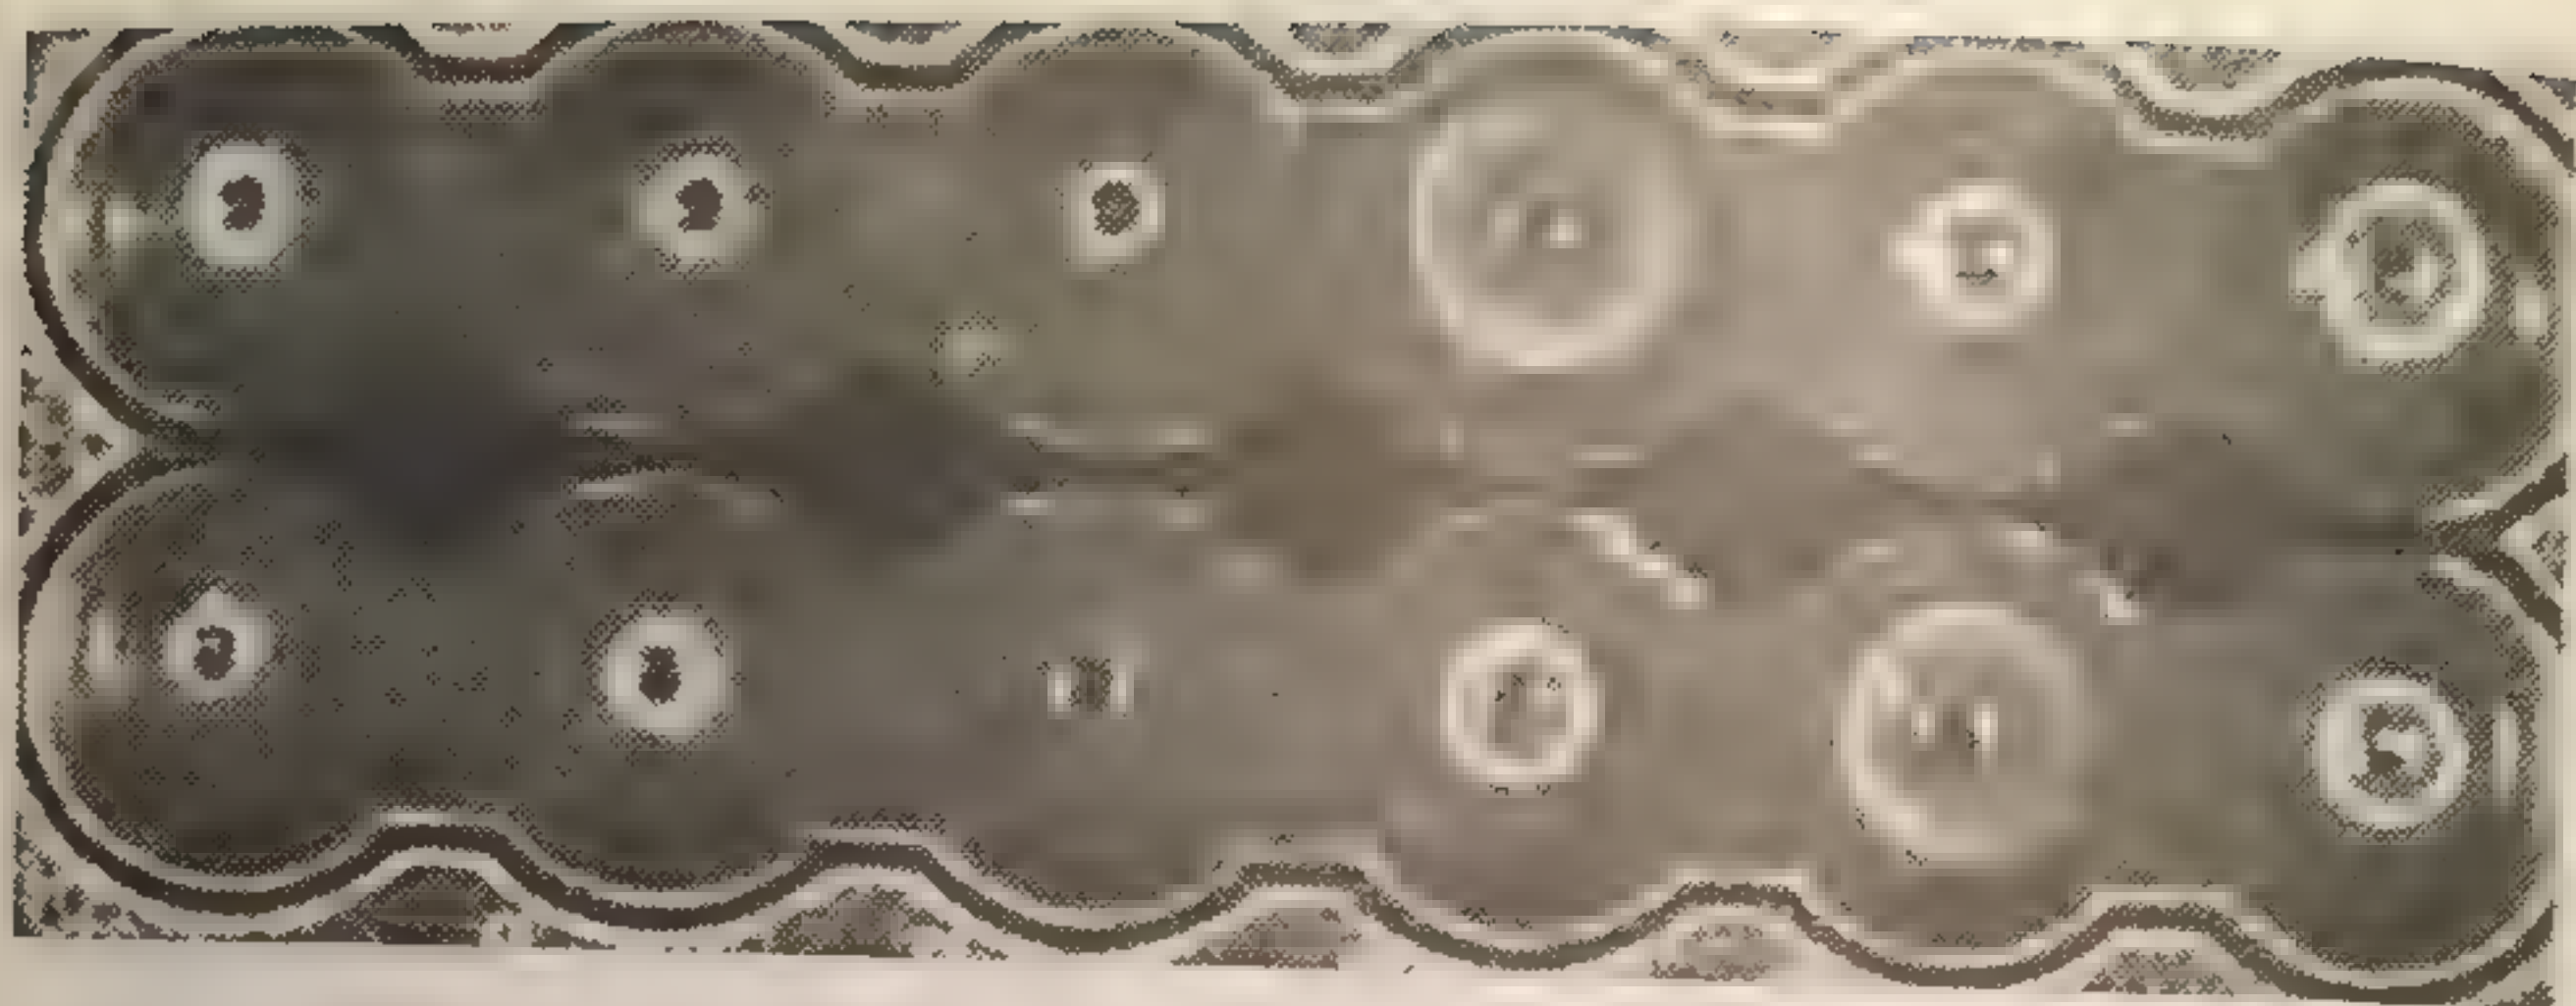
Содержание IgM в сыворотке крови больных первичным билиарным циррозом. Метод радиальной иммунодиффузии Манчини.
